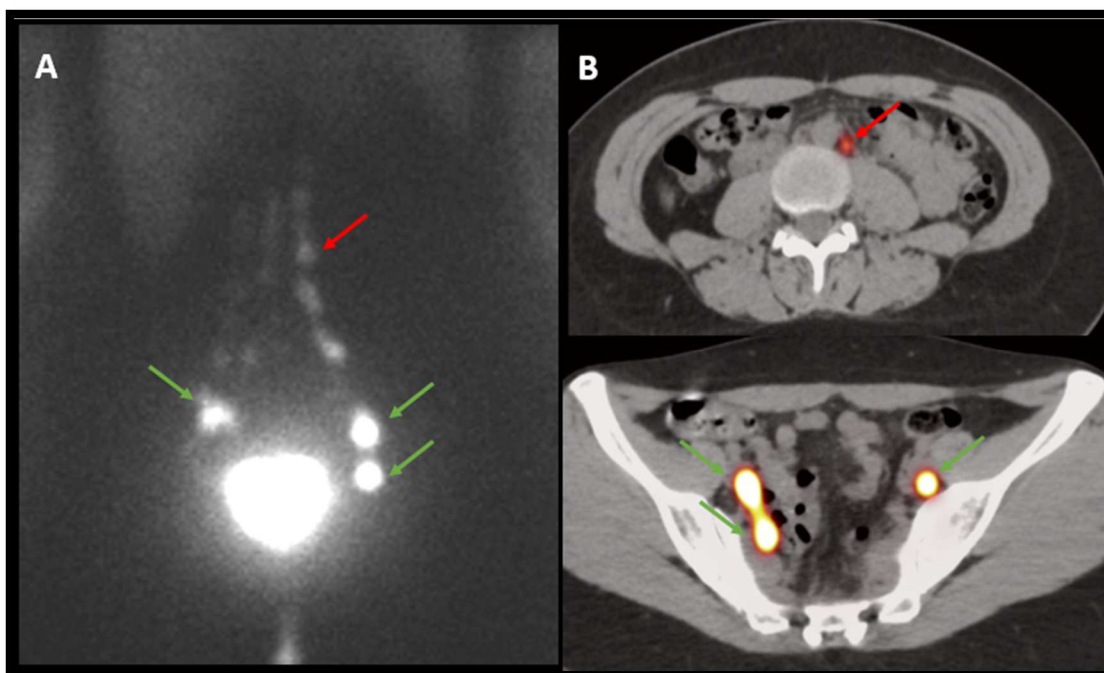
Linfogramografía planar (A) y cortes axiales de la SPECT/TC (B) realizada 2h después de la inyección de trazador híbrido vía TUMIR, en una paciente con cáncer de endometrio, que muestra drenaje a las regiones pelvianas bilaterales (flechas verdes) y paraaórtica (flecha roja).
